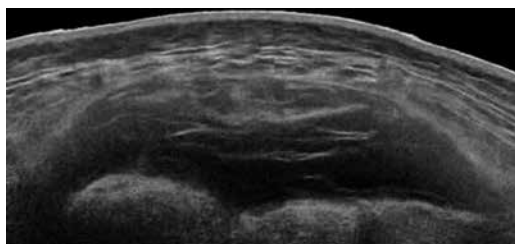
Ecografía de partes blandas que muestra colección entre la fascia y el tejido celular subcutáneo de región sacra.
